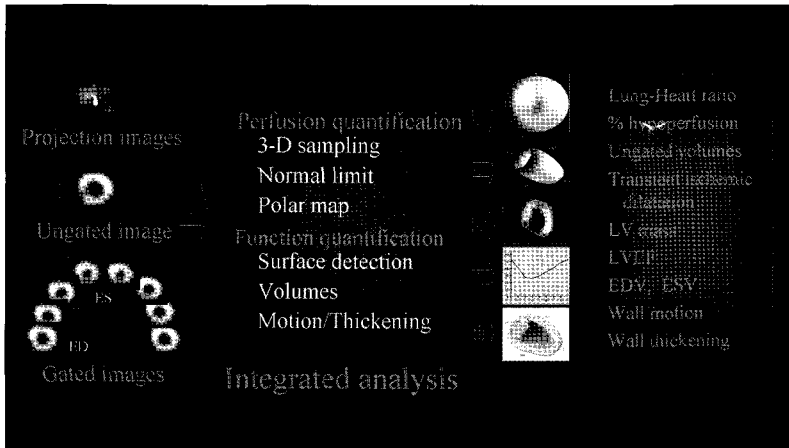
Cardiac functional parameters that are derived from a gated myocardial perfusion SPECT. ES; end-systole, ED; end-diastole, LV; left ventricle, LVEF; LV ejection fraction, EDV; end-diastolic volume, ESV; end-systolic volume.
